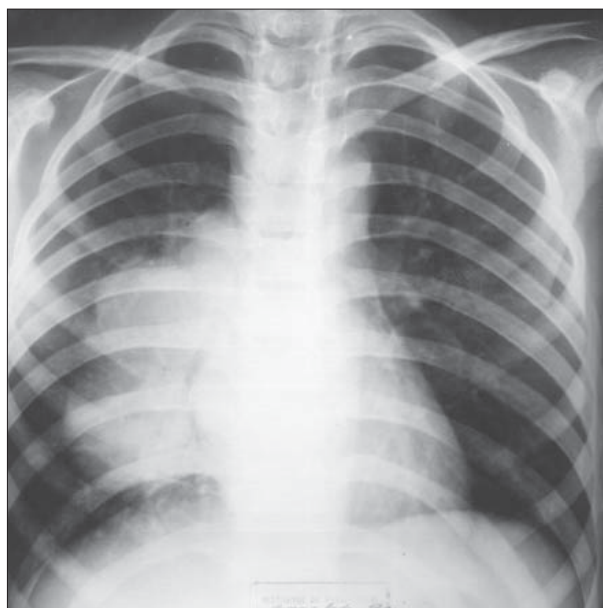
Boala Hodgkin. Radiografie toracică PA. Adenopatii voluminoase în hilul pulmonar drept.
